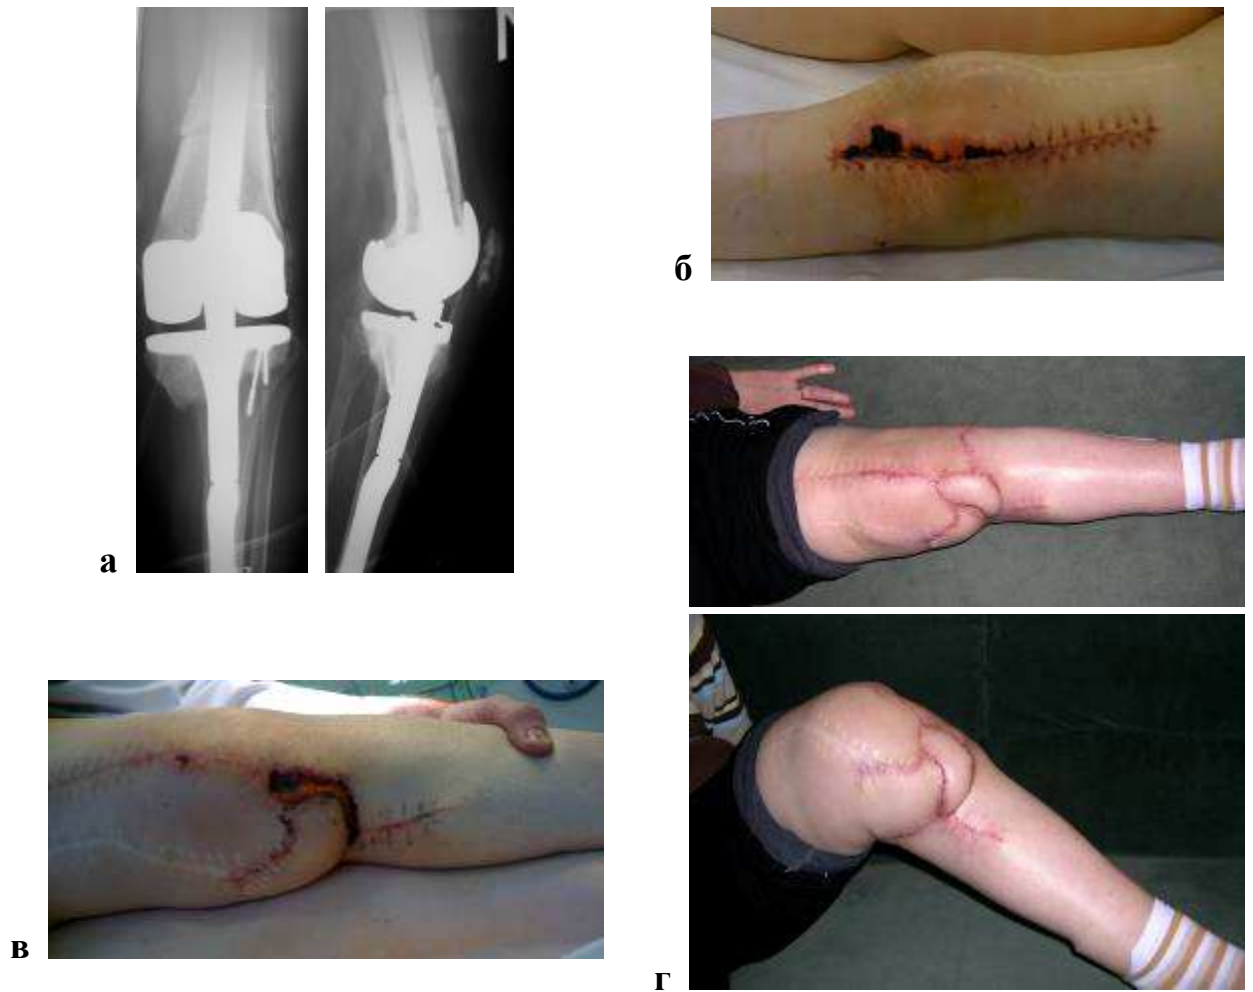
Внешние виды и рентгенограммы больной 50 лет (IV лечебно-тактический подход). Диагноз: Поверхностный некроз паравульнарных мягких тканей после тотального ревизионного эндопротезирования левого коленного сустава.
